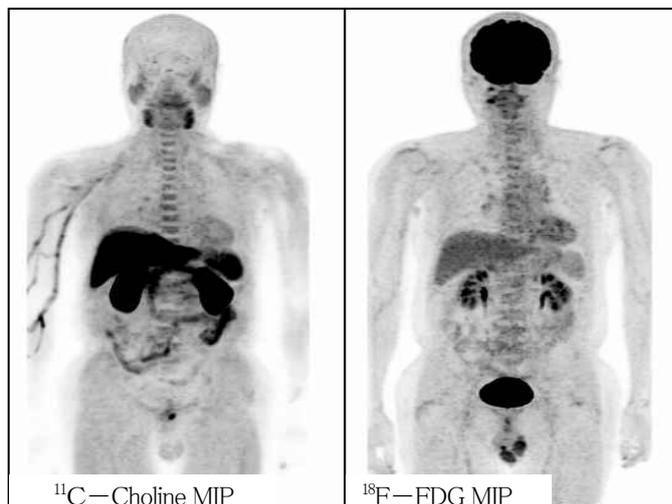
CholineとFDGの画像比較
